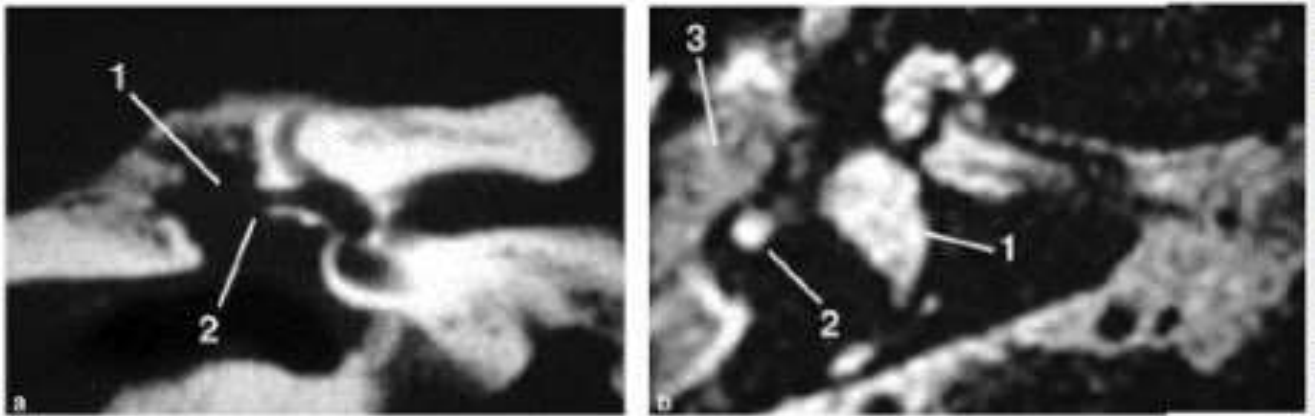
Cholestéatome avec érosion du CSC latéral. a. TDM, coupe coronale montrant le cholestéatome (1) et l'érosion du CSC latéral (2). B. IRM, séquence pondérée T2, coupe axiale passant par le vestibule (1), le CSC latéral (2) et le cholestéatome (3).
